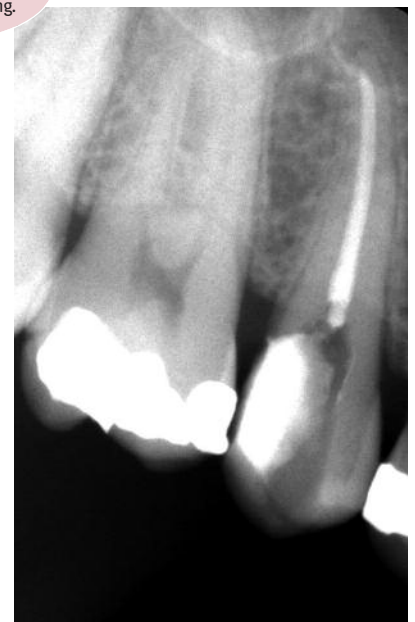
Die Röntgenkontrolle nach der Wurzelfüllung.
